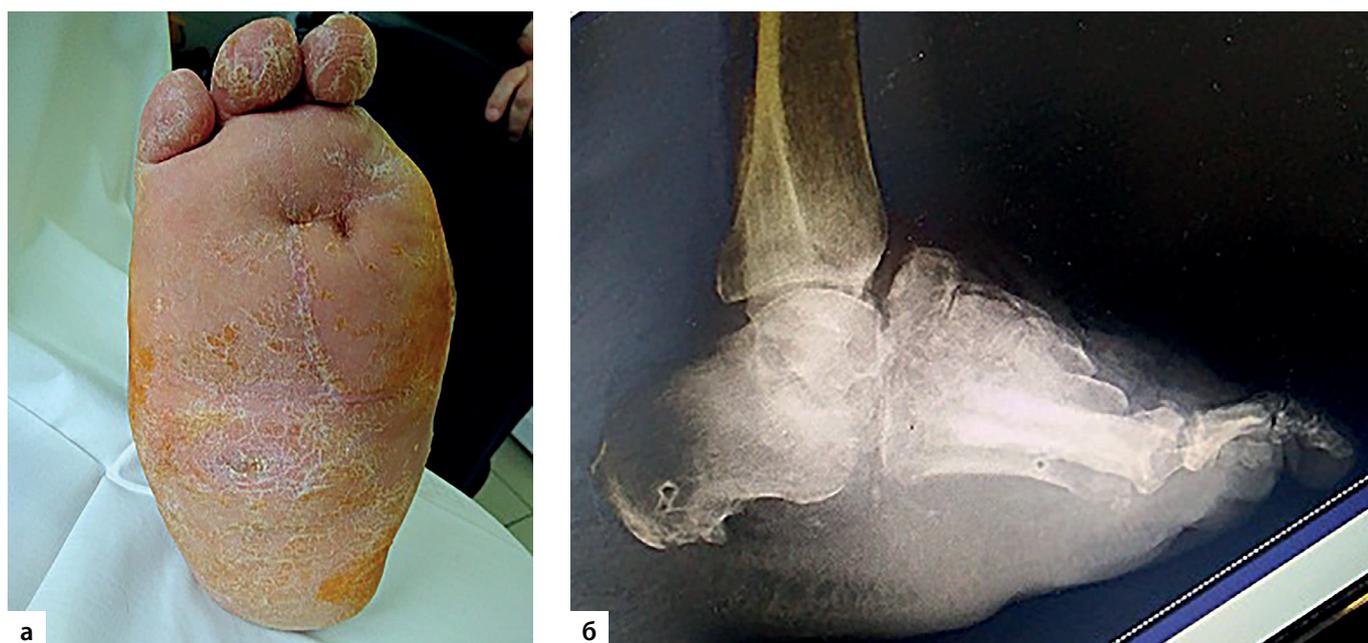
Пациент С., 56 лет. а – вид стопы через 5 месяцев после операции; б – рентгенограмма голеностопного сустава и стопы в боковой проекции через 5 месяцев после операции.
